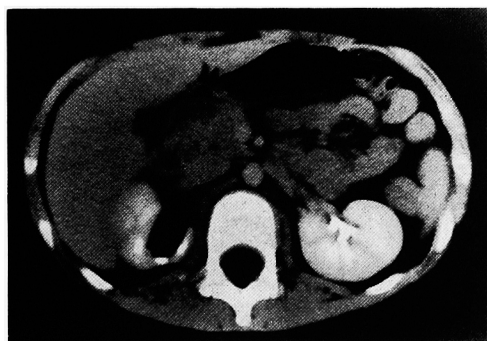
Abdominal CT scan showed a cystic mass shadow at the upper region of the right kidney.
